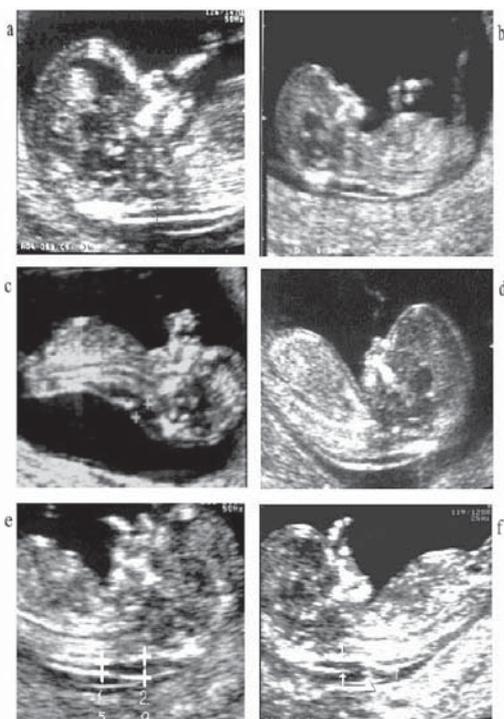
Immagini ecografiche per NT.
